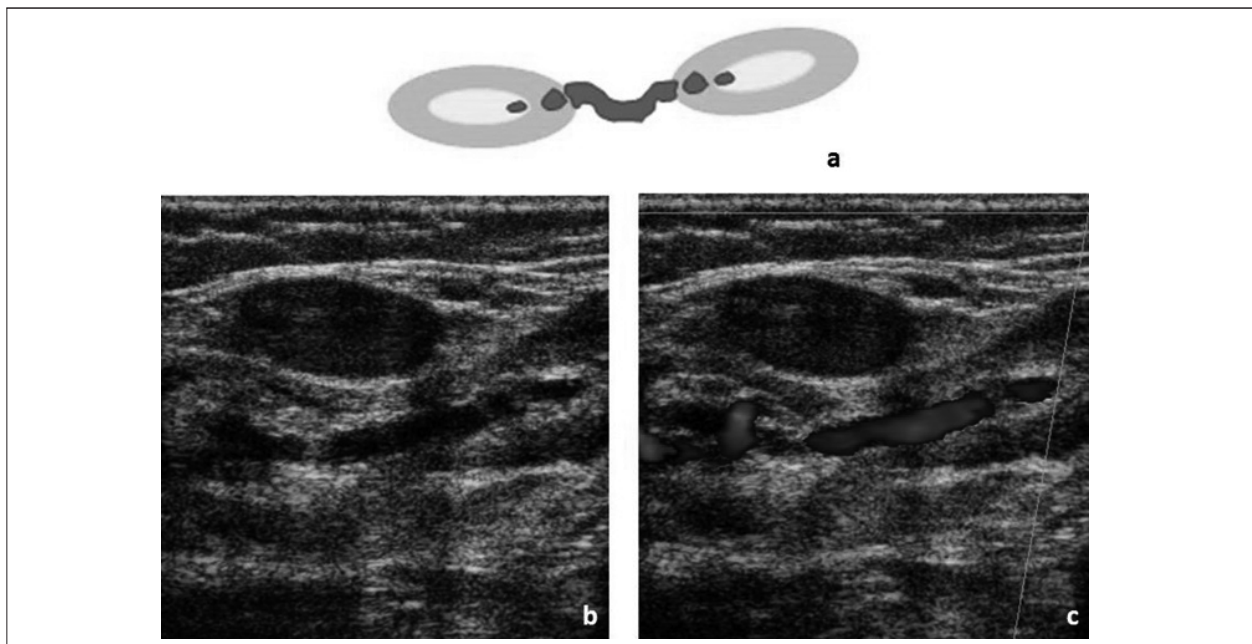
Representação esquemática de múltiplas veias vénulas ganglionares, que penetram a cápsula em vários locais afastados do hilo (a) e respectivas imagens de ecografia (b) e Eco-Doppler (c) em doente com insuficiência avançada da rede venosa ganglionar.
